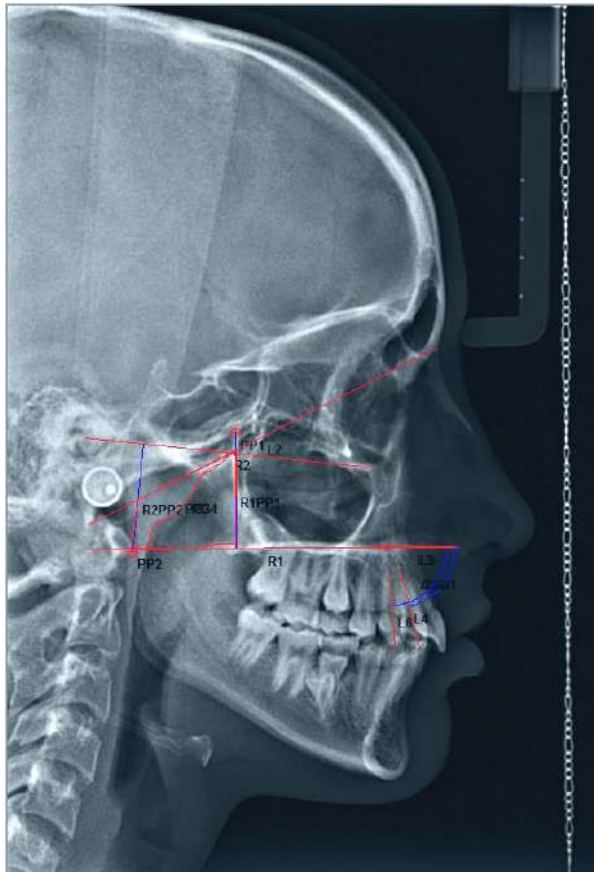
Trazados para obtener las mediciones sobre teleradiografías de perfil
